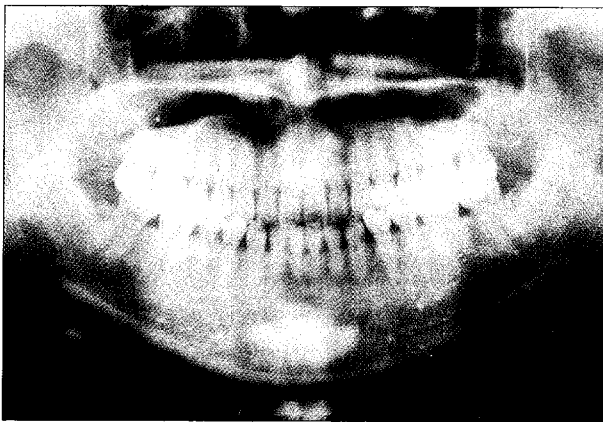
술후 약 3년 6개월에 촬영된 파노라마 단층상: 돌기의 석회화 신장은 관찰되지 않는다.
